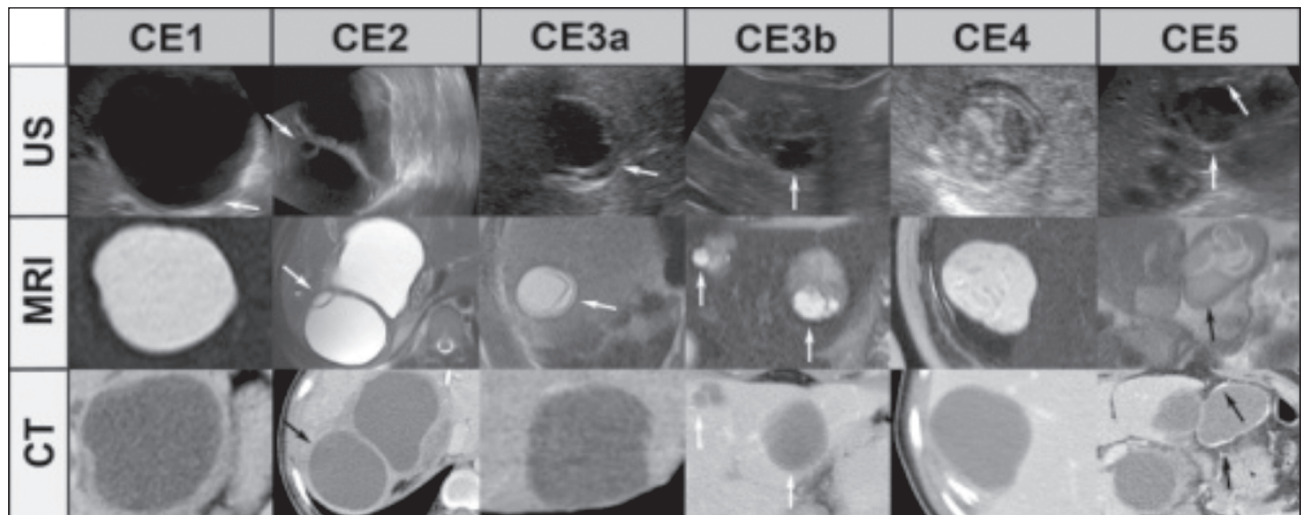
Ультразвукові, МРТ- та КТ-зображення ехінококових кіст (з поясненням стрілками) (Stojkovic M. et al., 2012)
